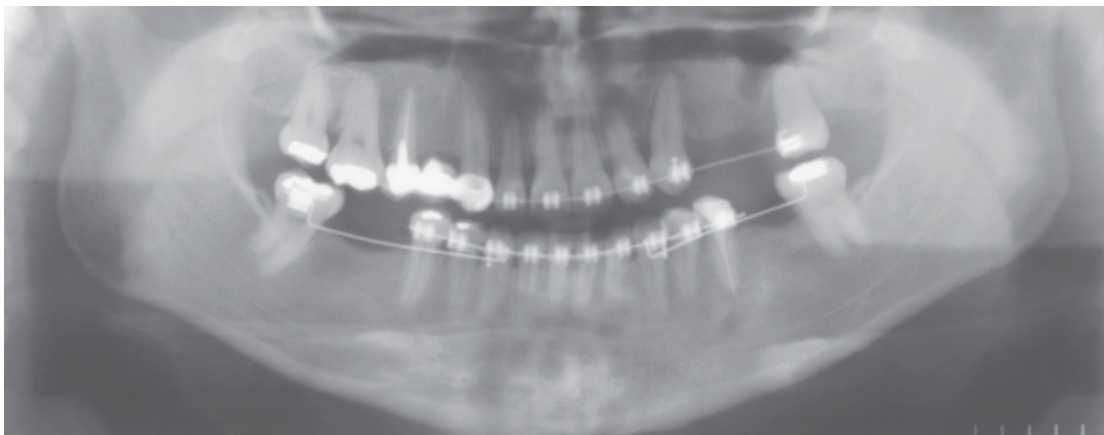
Radiografía panorámica final.
